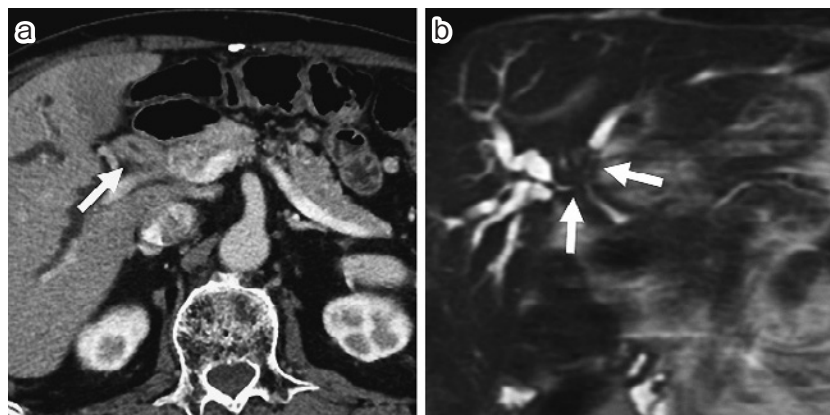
IgG4 関連疾患の CT, MRCP 像. (a) CT では肝門部胆管壁の高度壁肥厚がみられる (矢印). (b) MRCP では肝門部胆管狭窄が描出されている (矢印).
